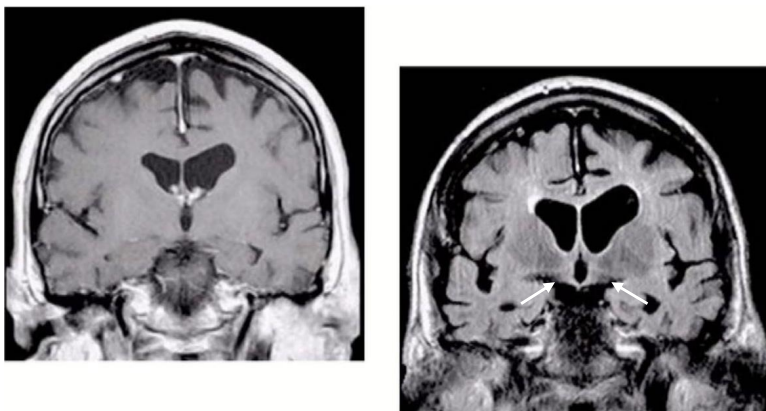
МРТ головного мозку при хворобі Альцгеймера. Атрофія гіпокампа (позначено стрілками) і атрофія кори.
